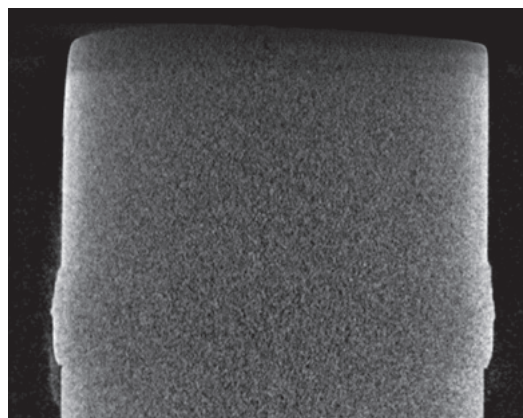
厚さ 2.5mm のクラウンの CT 画像
